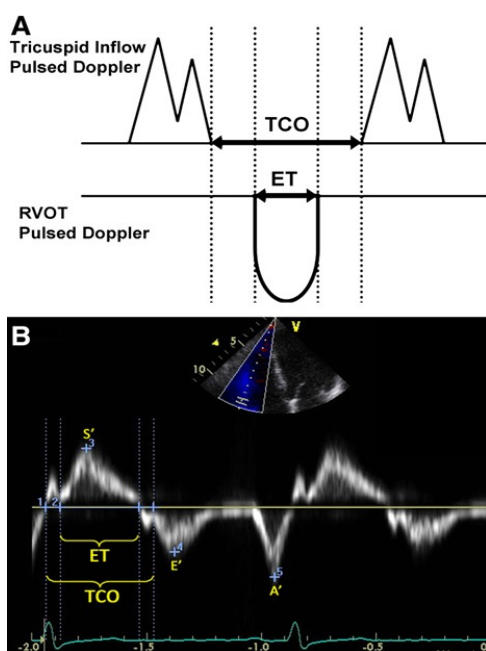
Cálculo de índice de Tei a partir del doppler pulsado en el flujo tricuspídeo y en tracto salida del VD (figura A) y a partir del doppler tisular en la pared lateral.
